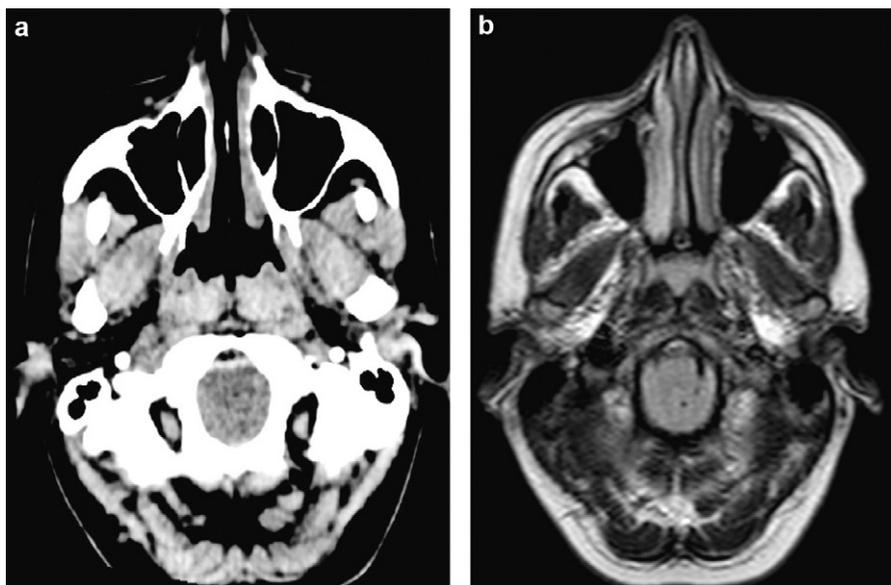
a : TDM cérébral coupe axiale passant par le foramen magnum (troisième cas) ; b : IRM cérébrale en séquence T1 coupe axiale passant par le foramen magnum (troisième cas).
